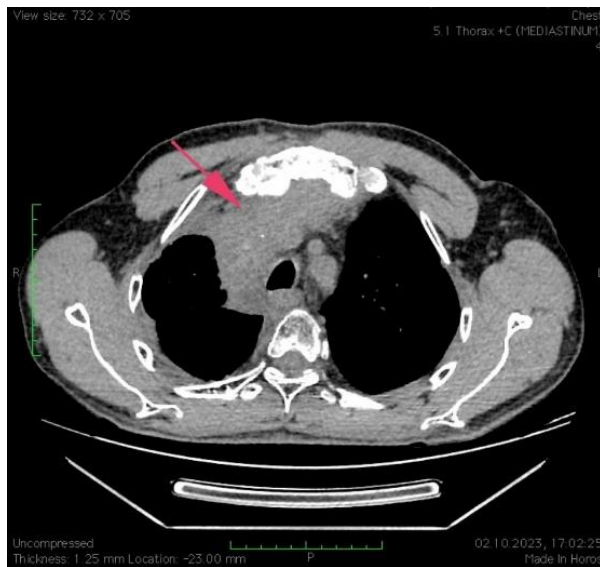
КТ пациента С., 53 лет, октябрь 2023г. (До лечения)
